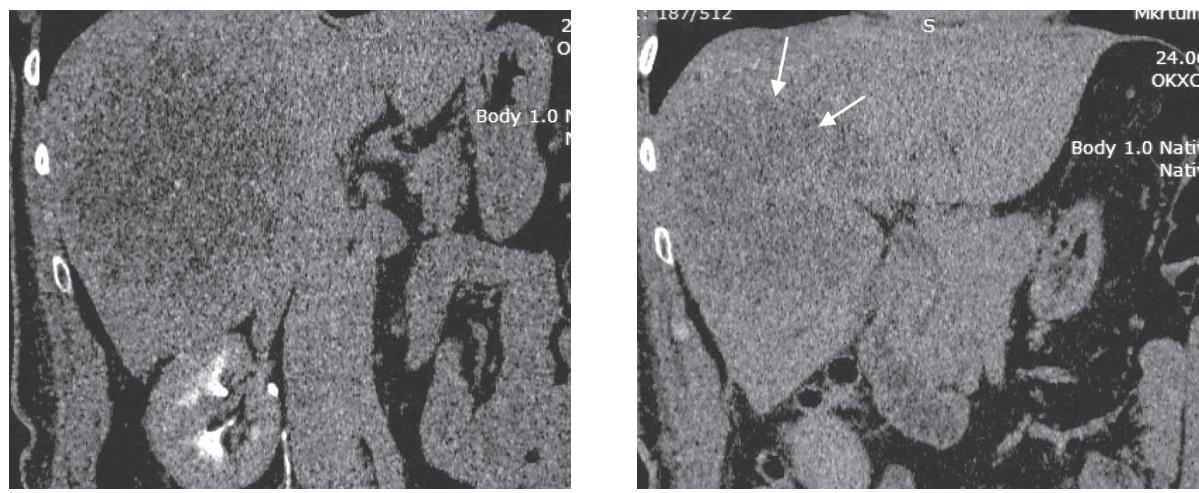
КТ брюшной полости от августа 2015 г. с пероральным контрастированием пациента М.: А — опухоль занимает практически всю правую долю печени; Б — переход на четвертый сегмент печени (стрелки)
